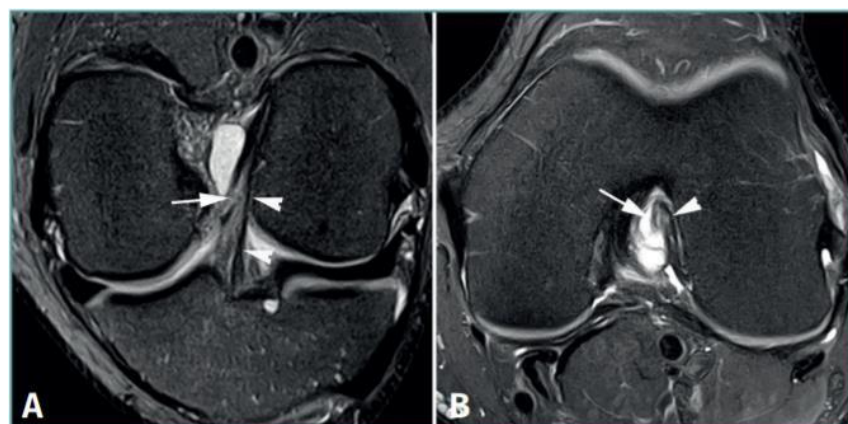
Rotura parcial del fascículo anterior del ligamento cruzado anterior (LCA) en secuencias convencionales de resonancia magnética (RM) (Cruz et al., 2020)
